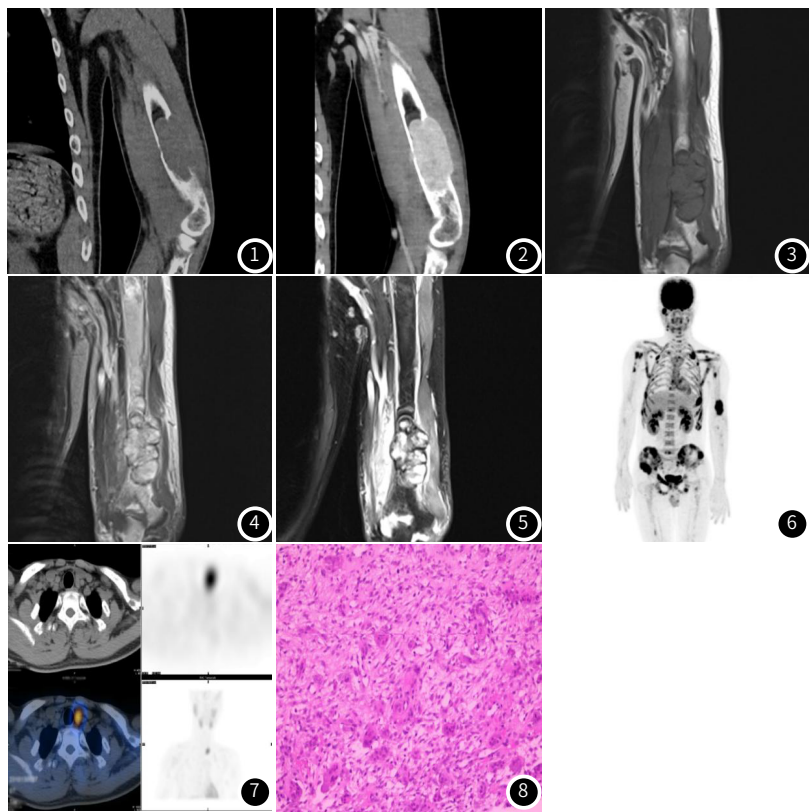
图2 CT平扫及增强: 左肱骨骨质破坏并等密度肿物, 增强扫描呈明显强化。
